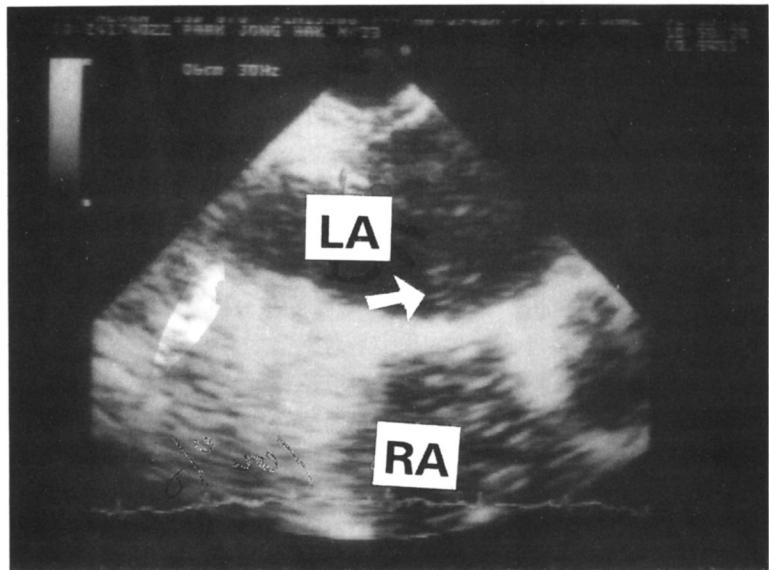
Transesophageal echocardiogram showing a small right to left shunt. The right atrium(RA) is filled with dense contrast. A few bright echoes() in the left atrium(LA) result from the shunting of indocyanine green contrast material through a patent foramen ovale.
